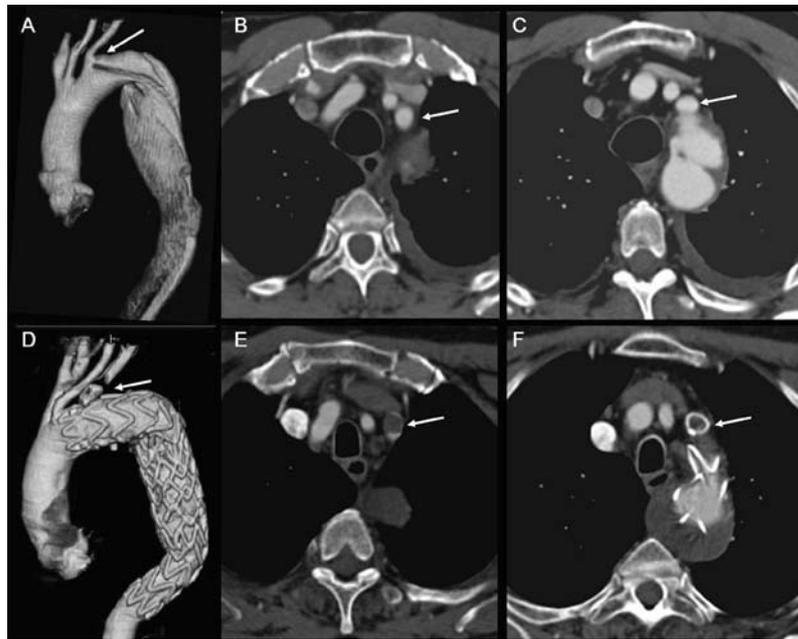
Immagini di tomografia computerizzata prima (A-C) e dopo (D-F) trattamento endovascolare di dissezione tipo B: non essendoci sufficiente colletto prossimale l'arteria succlavia, previa rivascolarizzazione chirurgica, è stata coperta e successivamente embolizzata nel suo tratto prossimale con un sistema di embolizzazione (Amplatzer Vascular Plug, AGA Medical Corporation, Plymouth, MN, USA).
